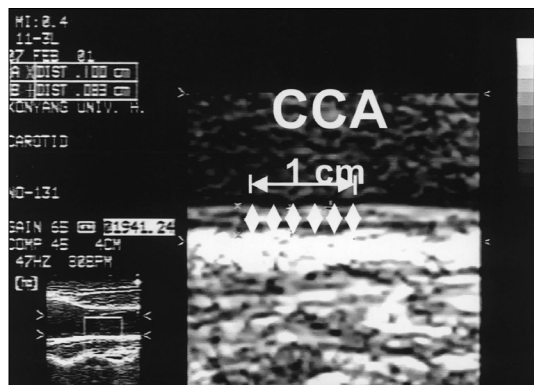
Measurement of intima-media thickness (IMT) in the common carotid artery (CCA) by B-mode ultrasound imaging.
